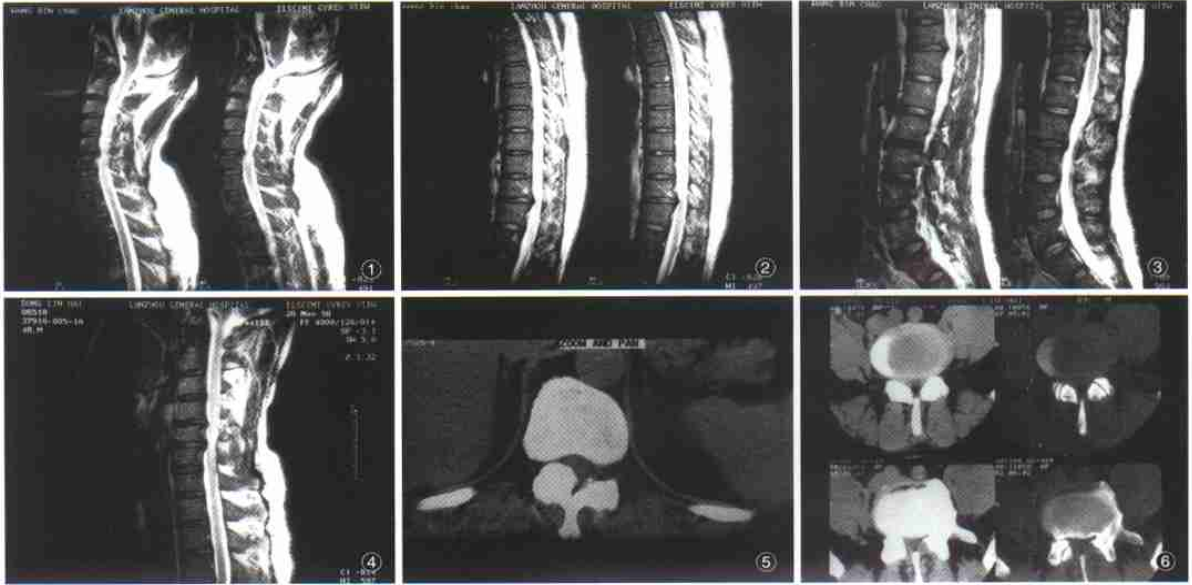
C_{5/6} 椎间盘信号减低并后突, 压迫脊髓 图2 T_{11/12} 椎间盘变扁并后突压迫硬膜囊及脊髓 图3 T_{11/12} 椎间盘信号减低, 髓核后突压迫硬膜囊 图4 MRI 示 C_{4/5} C_{5/6} 椎间盘变扁平, 髓核后突压迫硬膜囊及脊髓 图5 CT 示 T₁₁ 右椎板呈结节样增生, 严重压迫脊髓 图6 L_{4/5} 椎管狭窄, 左侧侧隐窝严重狭窄
